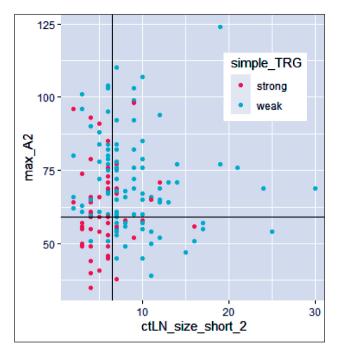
Связь между максимальной плотностью опухоли в артериальную фазу сканирования при КТ-ПГГ после НАПХТ и размером парагастрального лимфатического узла по короткой оси после проведения НАПХТ при TRG-0/1 TRG-2/3 Fig. 5. Relationship between the maximum tumor density in the arterial phase of scanning with CT-PGG after NAPCT and the size of the paragastric lymph node along the short axis after NAPCT at TRG-0/1 TRG-2/3
